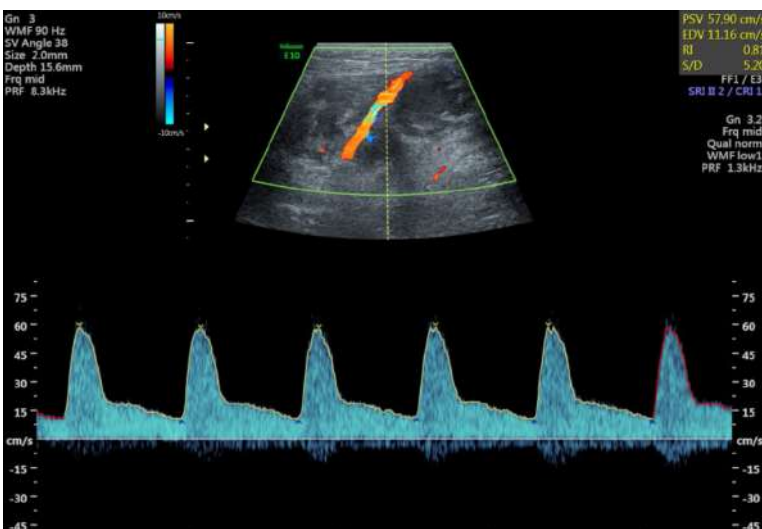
Imagen ecográfica que muestra una onda espectral con pico sistólico de 57.9 cm/s y diastólico de 11.1 cm/s, con un alto índice de resistencia de 0.81, al estudio *pulse wave* y Doppler color.
